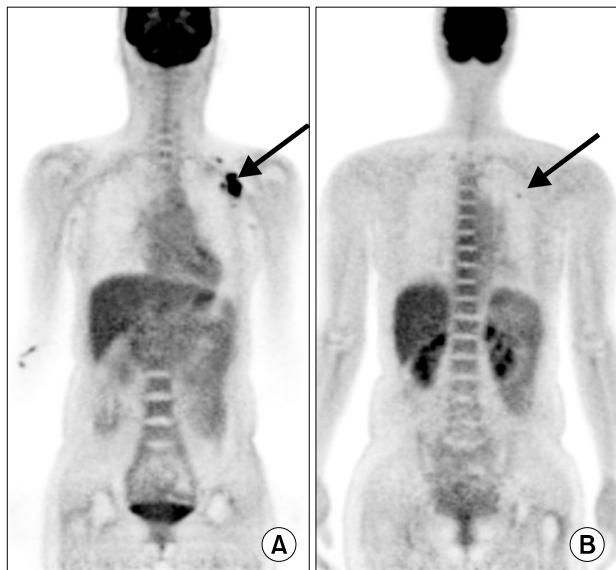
Positron Emission Tomography (PET) showing multiple increased uptakes in the left axillary lymph nodes (A), and a small uptake in the left upper lung field (B).
